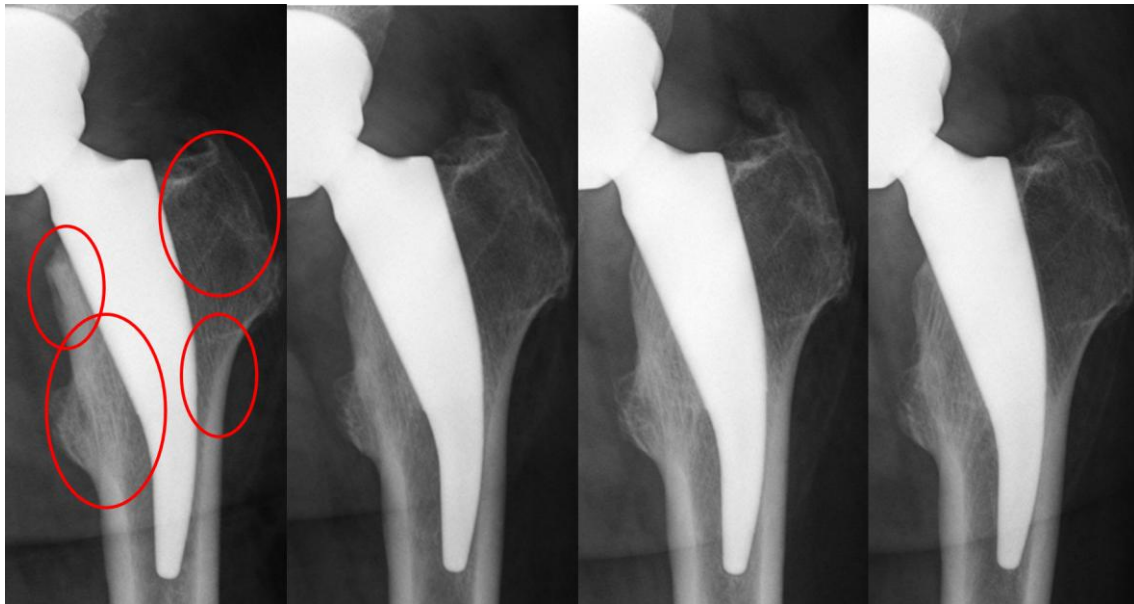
Röntgenologische Veränderungen der Knochendichte, von links nach rechts (v. l. n. r.): Postoperativ, 6 Monate postoperativ, 1 Jahr postoperativ, 7 Jahre postoperativ.
